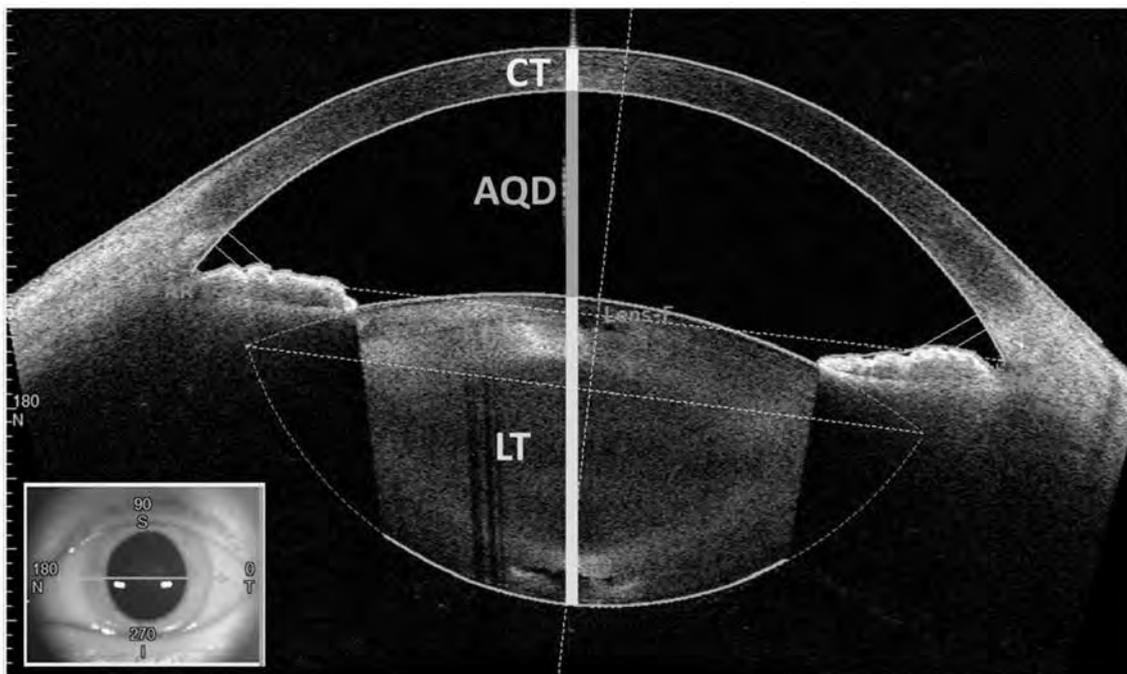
An anterior segment optical coherence tomography (OCT) image showing optical biometer measurements. Measurements were made before cataract surgery along the vertex normal. The inset shows an external photograph with the location and direction of the OCT scan (green arrow). CT = corneal thickness, AQD = aqueous depth, LT = crystalline lens thickness, Lens-f = lens fornix, AR = angle recess, SS = scleral spur, N = nasal, S = superior, T = temporal, I = inferior.
